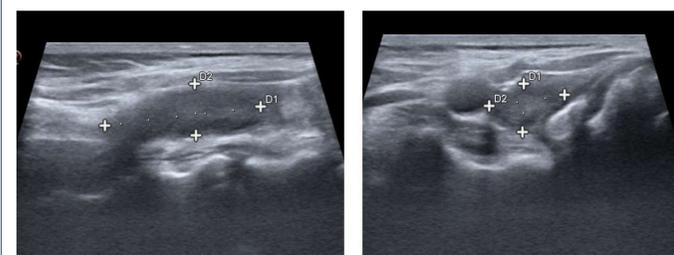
prima rivalutazione ecografica
